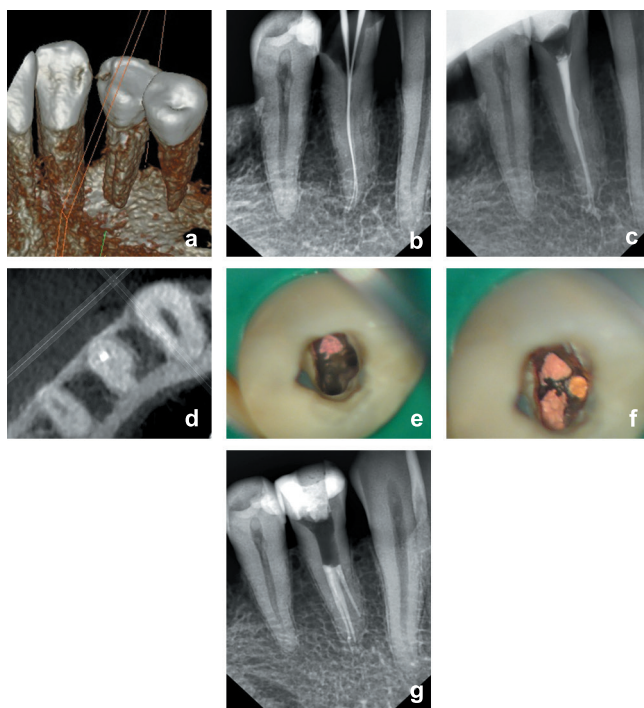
Трехмерная реконструкция (а). Глубокая бороздка вдоль язычной поверхности корня зуба 44. Внутриворотная рентгенограмма с инструментом (б) и контрольная (с) выполненные при первичном обращении демонстрируют эксцентричное положение инструментов/корневой пломбы в пределах контура корня, определяется выведение герметика за пределы obtурированных каналов. На рентгенографическом срезе в аксиальной проекции (д) на медиально-язычной поверхности определяется глубокая бороздка. Вид устьев корневых каналов при эндодонтической ревизии с использованием микроскопа после выявления (е) и obtурации (ф). Контрольная рентгенограмма (г).
